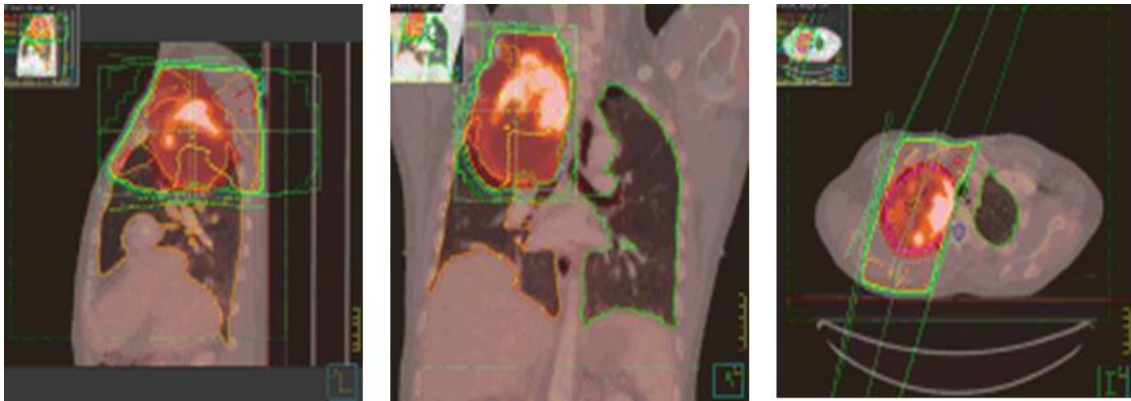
Delimitación de los volúmenes de planificación en los 3 ejes en la exploración PET-TAC en un paciente con cáncer de pulmón localizado en el lóbulo superior derecho, con atelectasia asociada.
